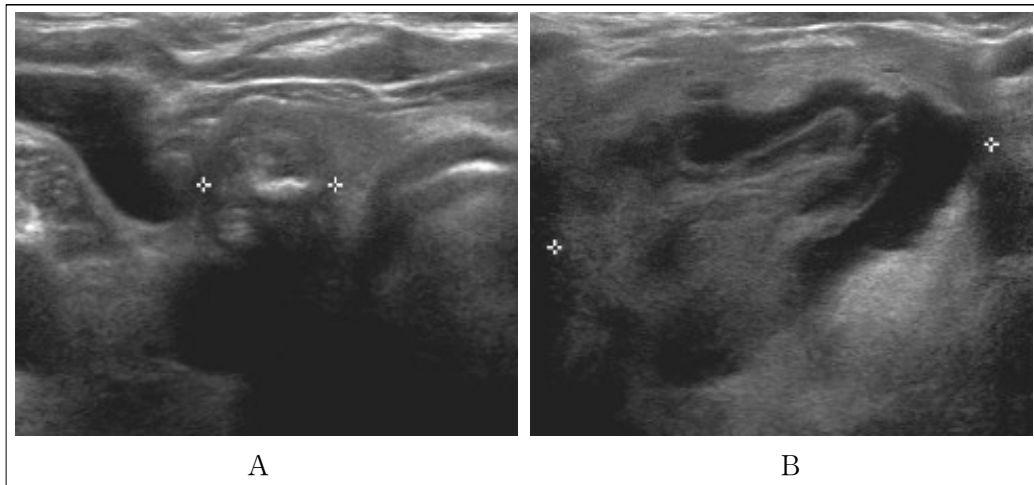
Thyroid ultrasonography shows isoechoic mass measuring 1 cm in the right thyroid (A), and large well-defined isoechoic mixed mass measuring 4.5 cm in the left thyroid (B).
